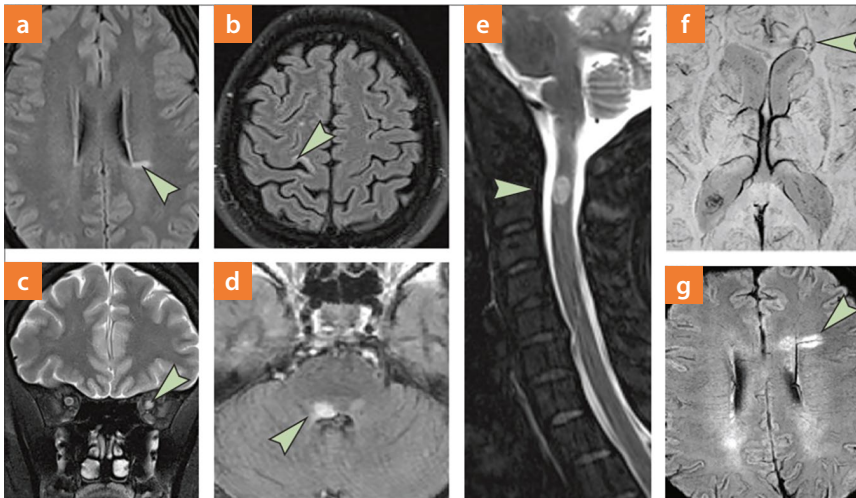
Charakteristische anatomische Lokalisationen von Läsionen der Multiplen Sklerose in T2-gewichteten MRT-Aufnahmen, darunter (a) periventrikuläre, (b) kortikale oder juxtakortikale, (c) Sehnerv-, (d) infratentorielle sowie (e) spinale Läsionen. Neue MRT-Merkmale in suszeptibilitätsgewichteten Sequenzen umfassen (f) die paramagnetische Randläsion sowie (g) das zentrale Venenzeichen [8].
